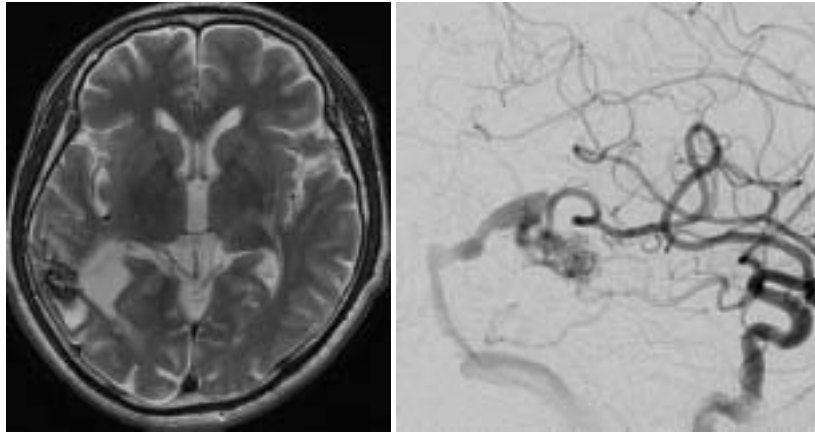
A: Preoperative T2 weighted MR image demonstrates a flow-void with a high-intensity area at the right temporal cortex.
